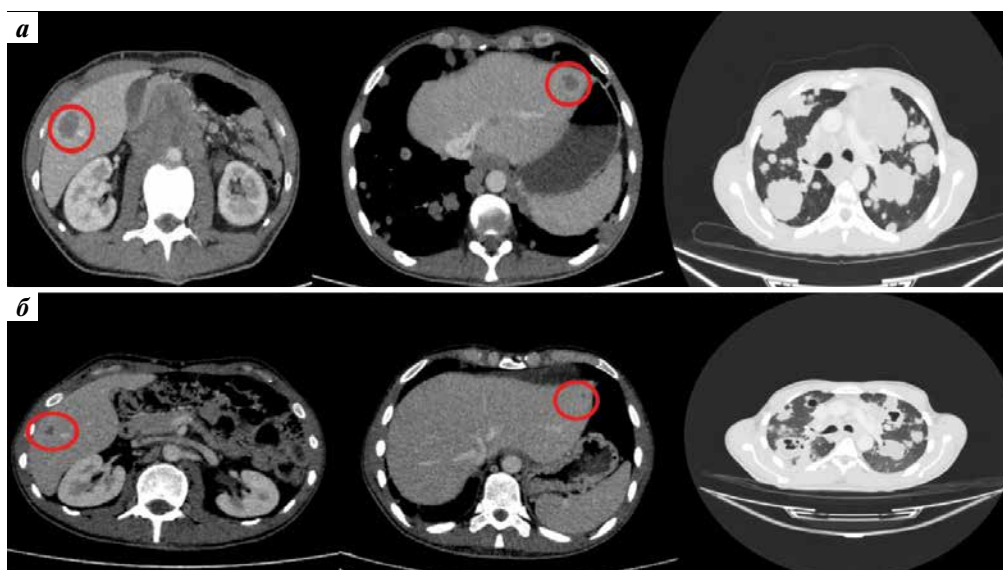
Компьютерные томограммы: а — до лечения (октябрь 2024 г.); б — после 2 курсов полихимиотерапии по схеме ТПР (паклитаксел, ифосфамид, цисплатин) (декабрь 2024 г.). Овалами показаны метастатические очаги в печени
